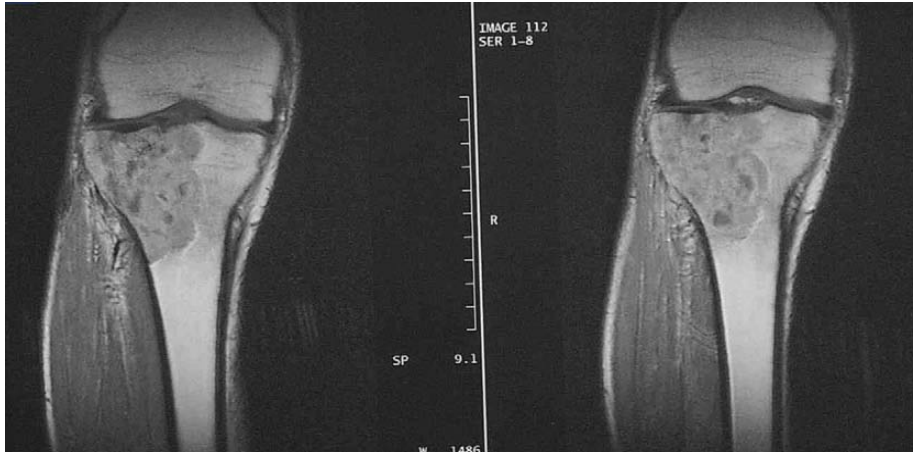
IRM du genou après injection de gadolinium montrant un réhaussement hétérogène sans envahissement des parties molles. [41]
